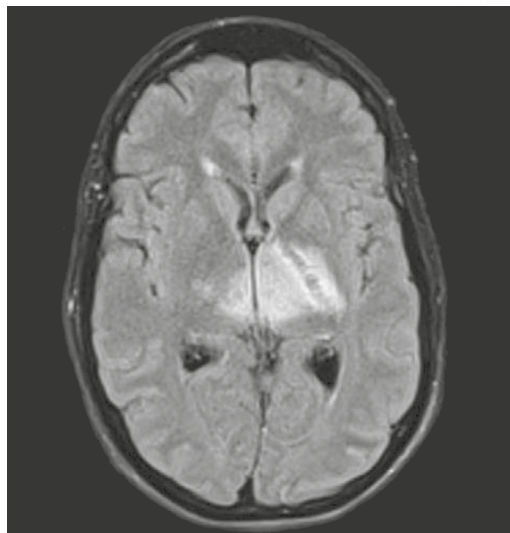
Resonancia magnética cerebral secuencia FLAIR. Lesiones hiperintensas en ambos tálamos, brazo posterior de cápsula interna y núcleo lenticular izquierdo.
